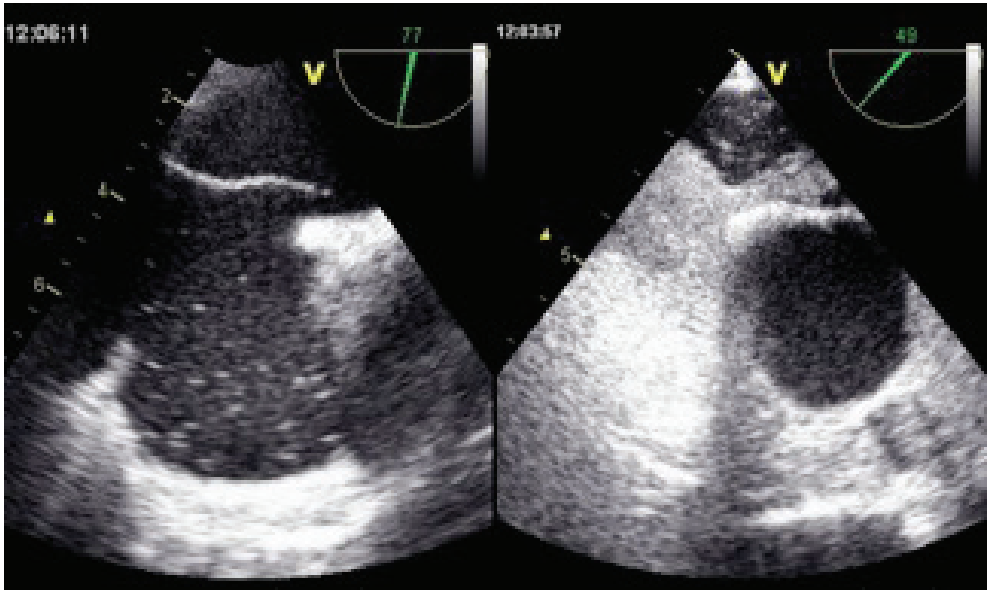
Ecocardiografia transesofagea. Evidenza di forame ovale pervio con importante passaggio dx-sn di microbolle.
